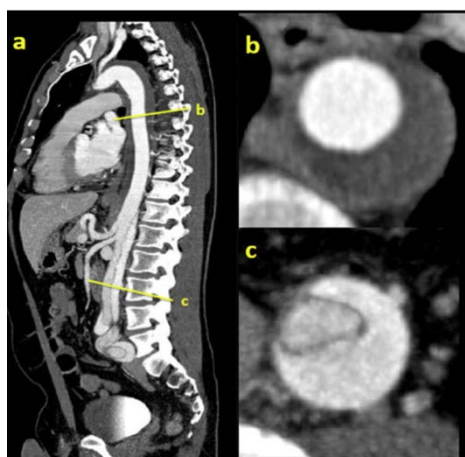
AAS患者中CT血管成像矢状位多平面的重建(A)及双斜面的图像(B,C)。平面B和C的解剖位置都标注在(A)中。显示累及到降主动脉的B型急性IMH演变成累及到腹主动脉的B型主动脉夹层。
